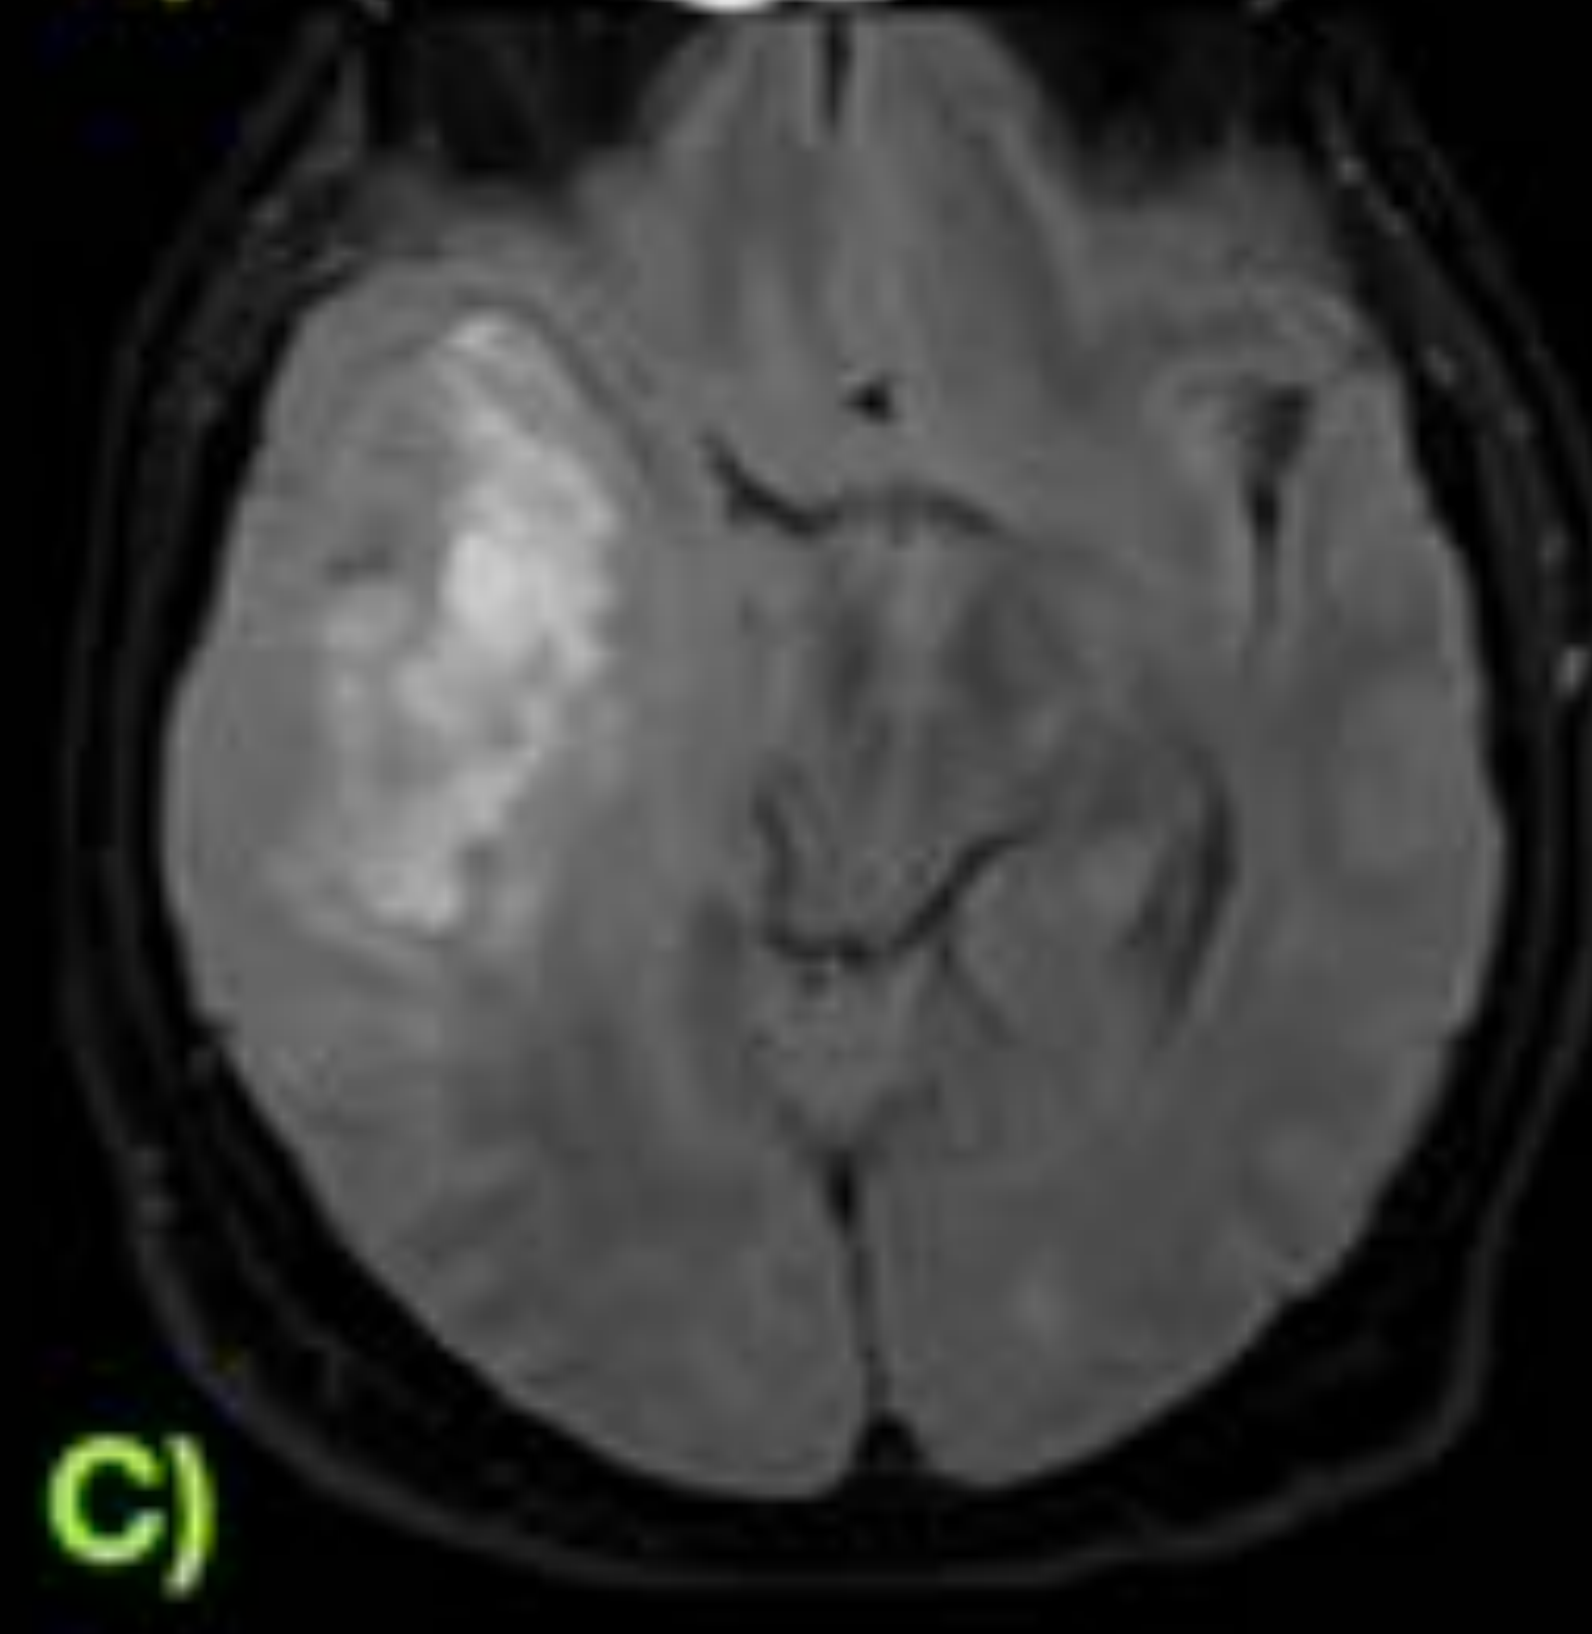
Varón de 55 años que acude a Urgencias por somnolencia de 17 días de duración. En la TC se visualizan lesiones hipodensas en ganglios basales derechos y tálamo (circulo azul) que afectan a brazo anterior, rodilla y brazo posterior de cápsula interna, núcleo lenticular, cabeza del núcleo caudado. Tras la administración de contraste se visualiza una lesión con realce en anillo fino y completo con morfología "en diana" (flecha amarilla).
